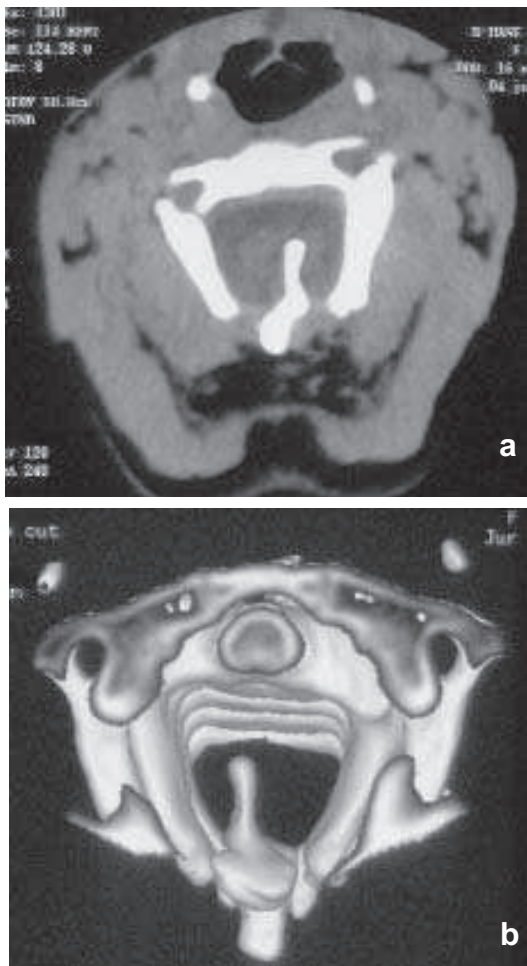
TDM vertébrale cervicale
